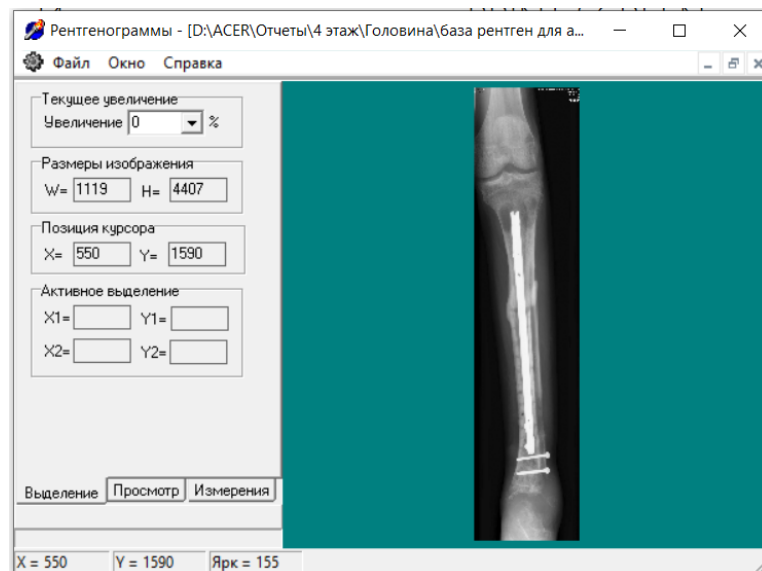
Фото інтерфейса програмного комплексу X-rays.
